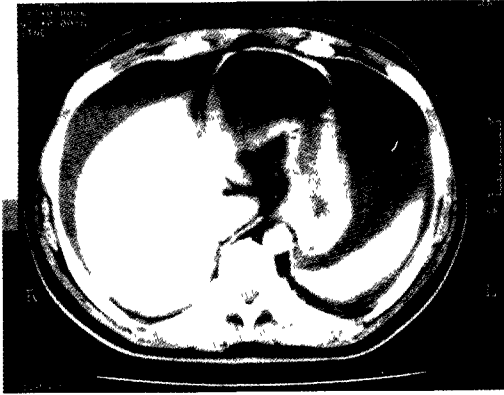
Abdominal CT scan showed mild diffusely smooth thickening of gastric wall. There was moderate amount of free fluid in perihepatic and perisplenic space of peritoneal cavity
